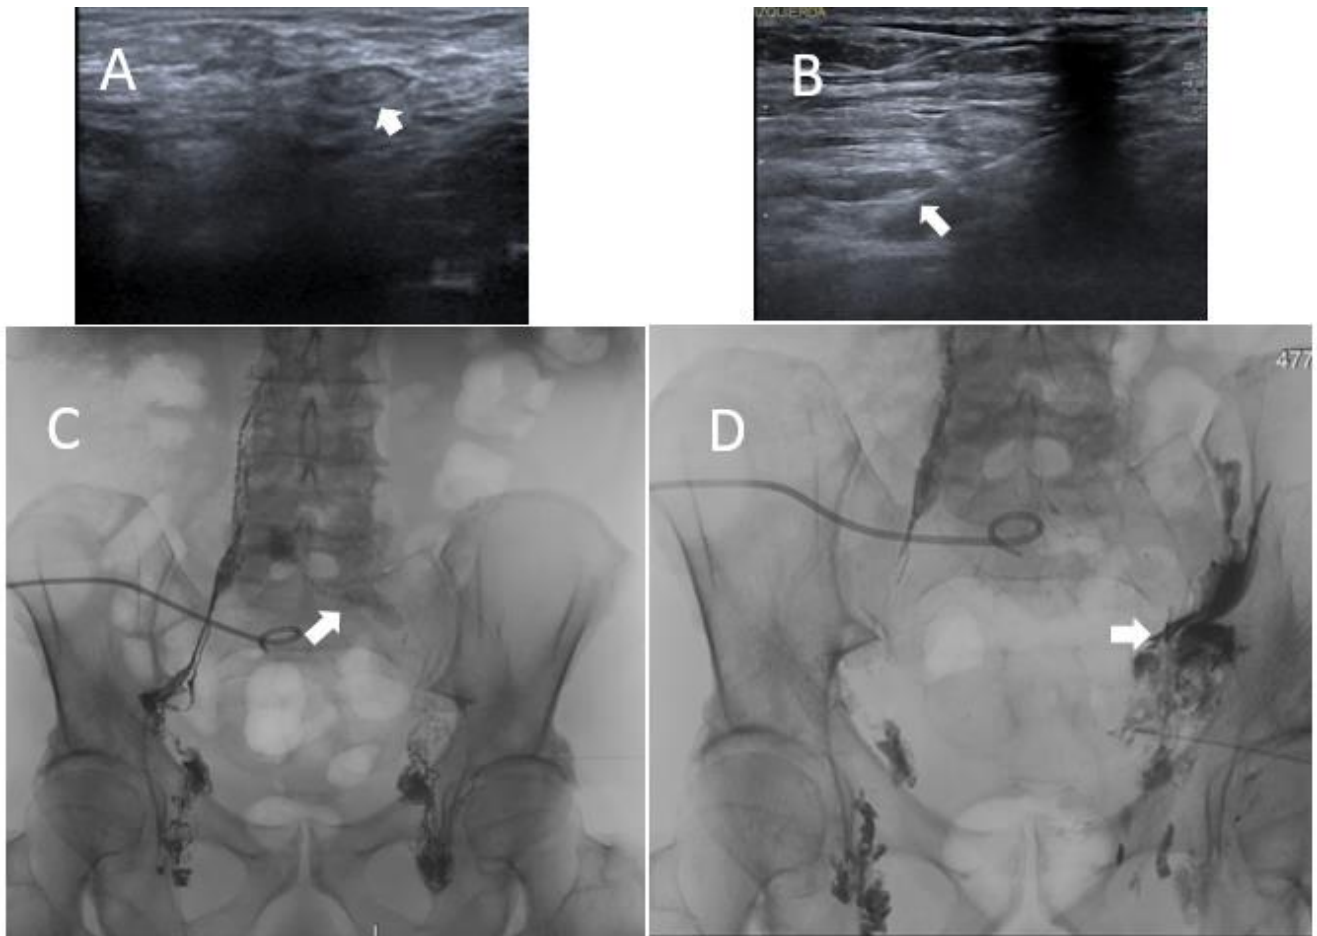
A) Ecografía de ganglios inguinales para comprobar accesibilidad para linfografía diagnóstica y terapéutica. B) Punción ecodirigida de ganglio inguinal izquierdo para inyección de contraste para linfografía, punta de la aguja se posiciona entre la corteza y el hilo del ganglio (flecha). C) Linfografía bilateral con extravasación de contraste que muestra pérdida de la normal morfología en cadena ilíaca izquierda (flecha). D) Linfografía bilateral con material de embolización extravasado en pelvis (flecha).
